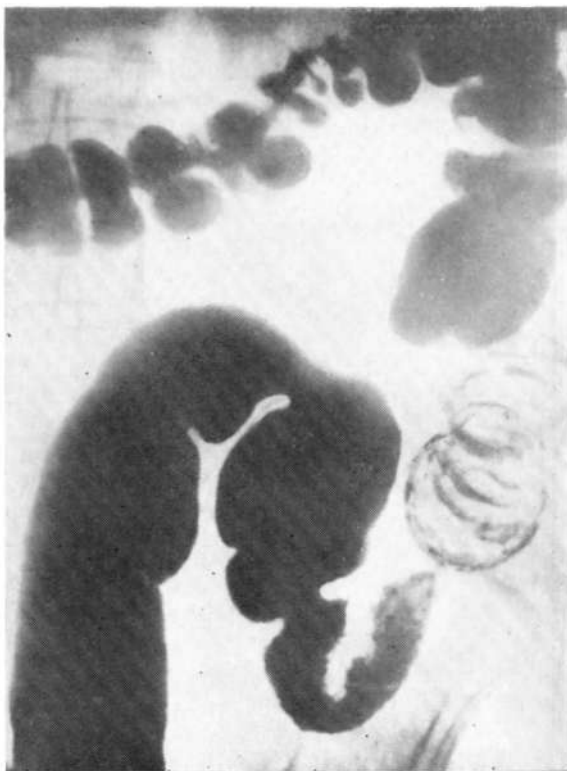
Прицельная рентгенограмма левой половины ободочной кишки. Экзофитно растущая ворсинчатая опухоль на широком основании с малигнизацией.
